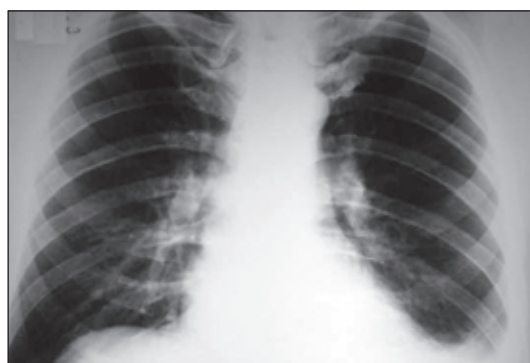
Больной Ж. Обзорная рентгенограмма ОГК после проведенного лечения
